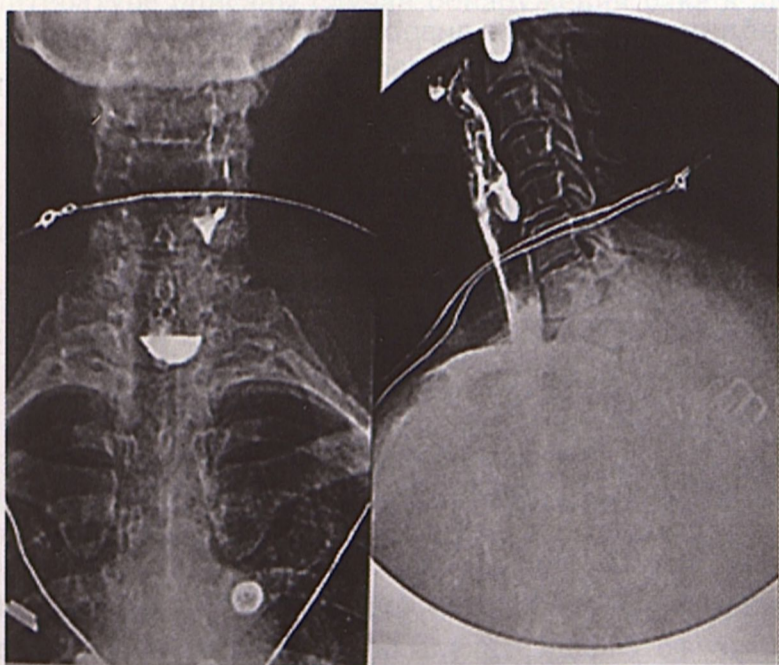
Рентгенограммы больного с дивертикул Ценкера с значительным сдавлением пищевода дивертикул.
